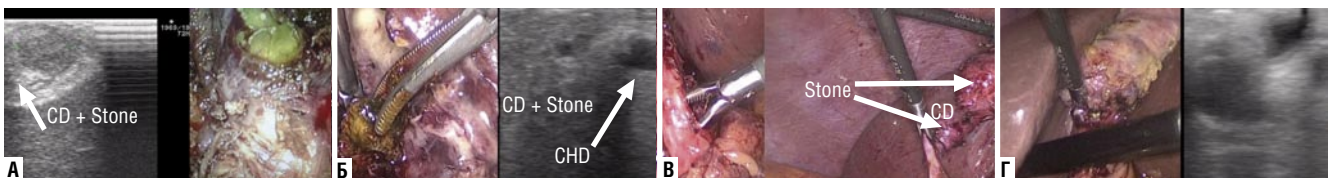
Визуализация конкрементов в желчных протоках. А – крупный конкремент пузырного протока; Б – сладж и конкремент в конfluence пузырного протока и печеночного протока; В – конкремент в длинном пузырном протоке; Г – конкремент холедоха не обнаруженный после ЭРПХГ удаленный при холецистэктомии с использованием ЛУЗИ.
